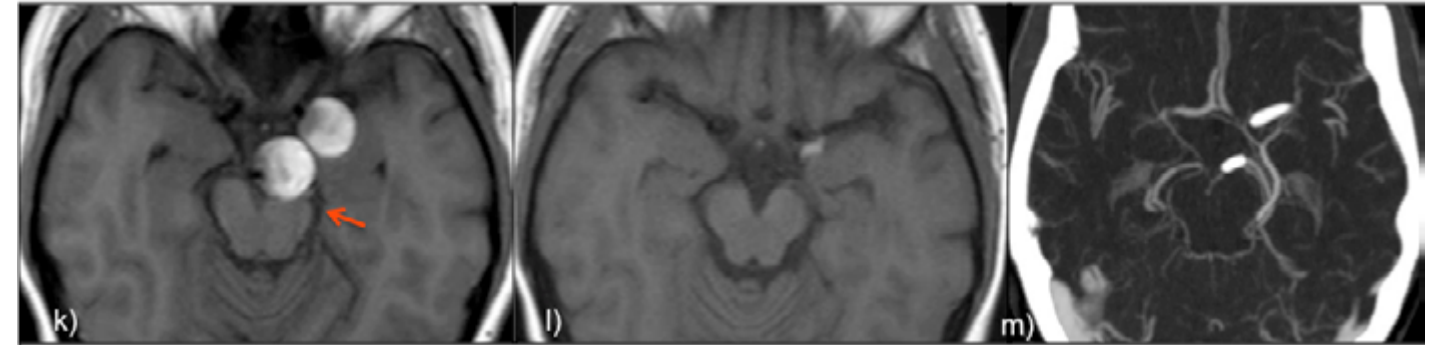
Paciente portador de 2 aneurismas de gran tamaño a nivel de la ACI y ACP izquierdas. a) TAC con contraste que muestra los dos sacos aneurismales circulares. b y c) Reconstrucciones 3D de angiografía rotacional mostrando la relación de los aneurismas con los vasos portadores. Nótese la estenosis del segmento precomunicante de la ACP (flecha).
